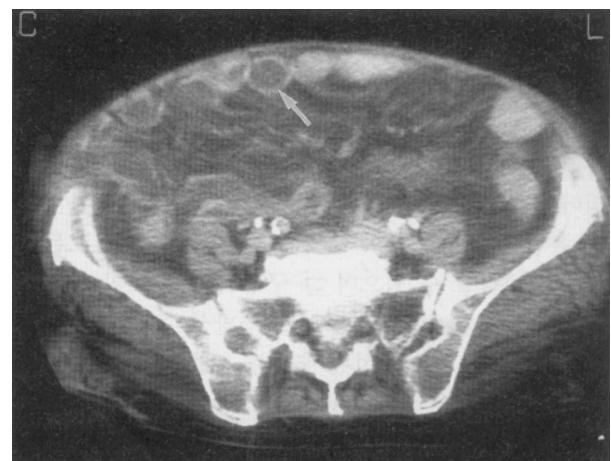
Abdominal CT shows edematous thickening of bowel wall and small amount of ascites.
